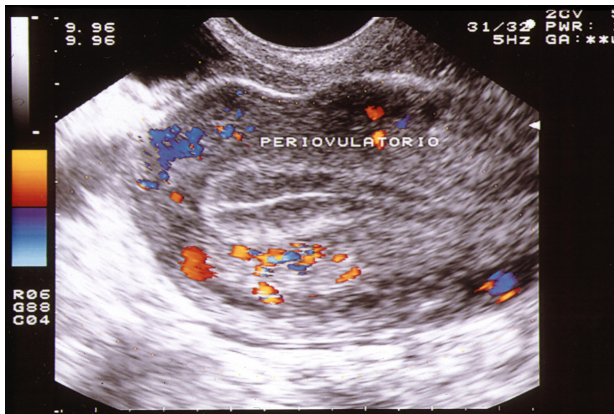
Endometrio periovulatorio doppler
